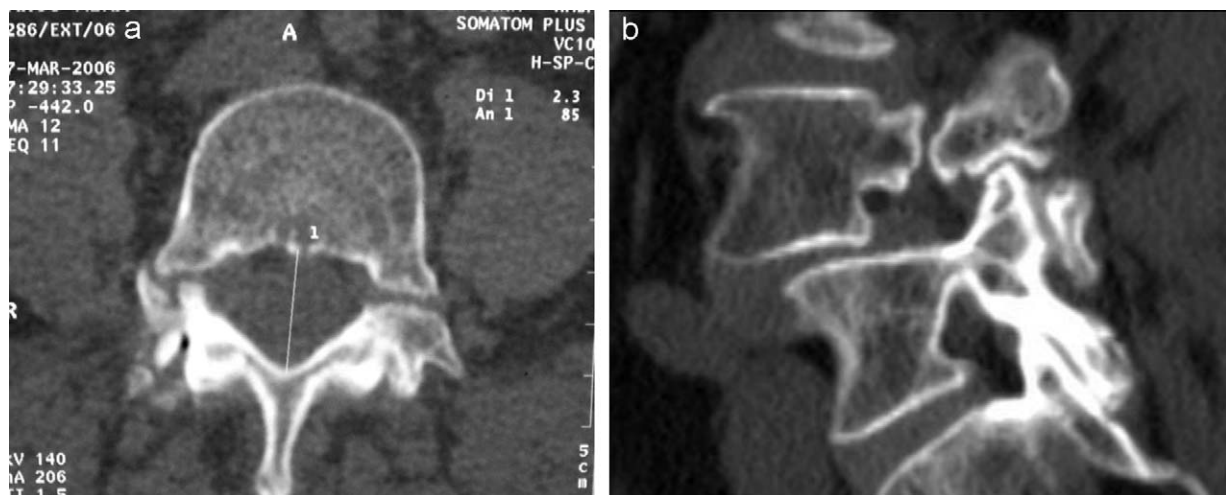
CT-scan imaging a: axial view showing the bilateral pedicle fracture in L4 and no spinal stenosis; b: sagittal reconstruction showing the cortical borders of the pedicle fracture and the lack of isthmic lysis.
